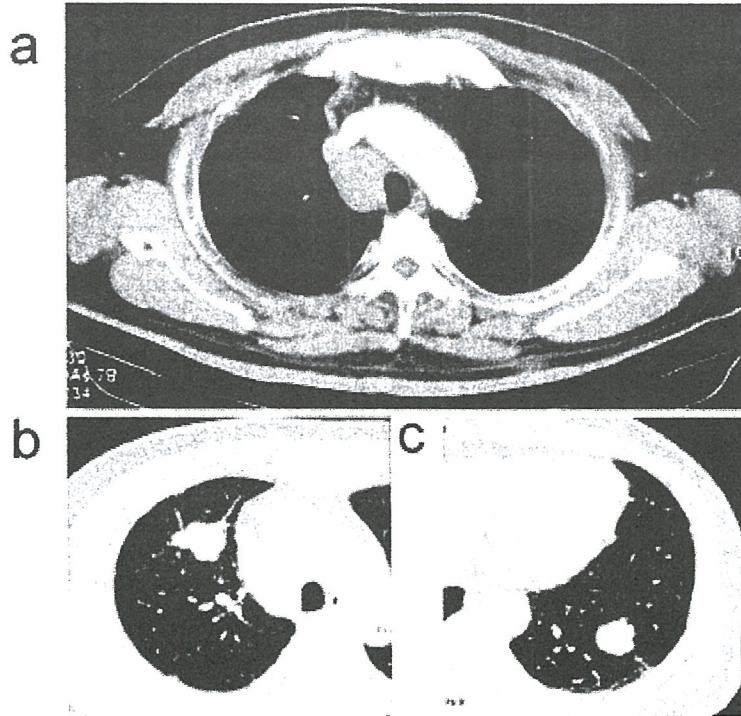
a) The right paratracheal lymph node and pretracheal lymph node were enlarged to 20×20 mm and 25×20 mm. b) Chest CT showing nodular opacity (30×25 mm) with spiculation and vascular convergence in the right S3. c) Chest CT showing nodular opacity (25×25 mm) with smooth margins in the left S9.
